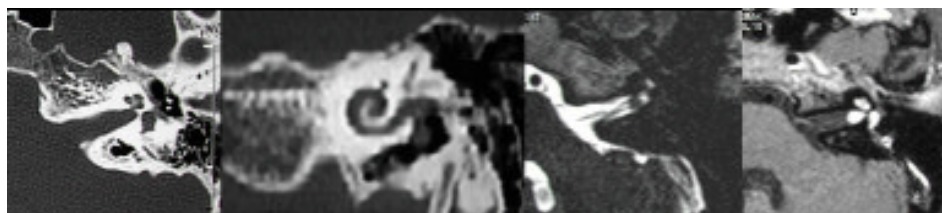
TC assiale ad alta risoluzione con ricostruzioni oblique (a, b) e RM con immagini assiali TSE (c) e T1 dopo GD. Le immagini assiali TC non mostrano segni dello schwannoma del pacchetto vestibolo-coleare (espansione del canale acustico interno con rimodellamento osseo), ma la ricostruzione obliqua evidenzia la presenza di materiale a densità dei tessuti molli che dal labirinto si porta verso il condotto uditivo interno. Le immagini TSE rilevano con facilità la componente intrameatale della lesione (ipo-intensa) che interessa il nervo cocleare; ma è con la somministrazione di GD che la neoformazione si svela in tutta la sua interezza - porzione endolabirintica e porzione intrameatale- con una marcata iper-intensità. Schwannoma endolabirintico.
